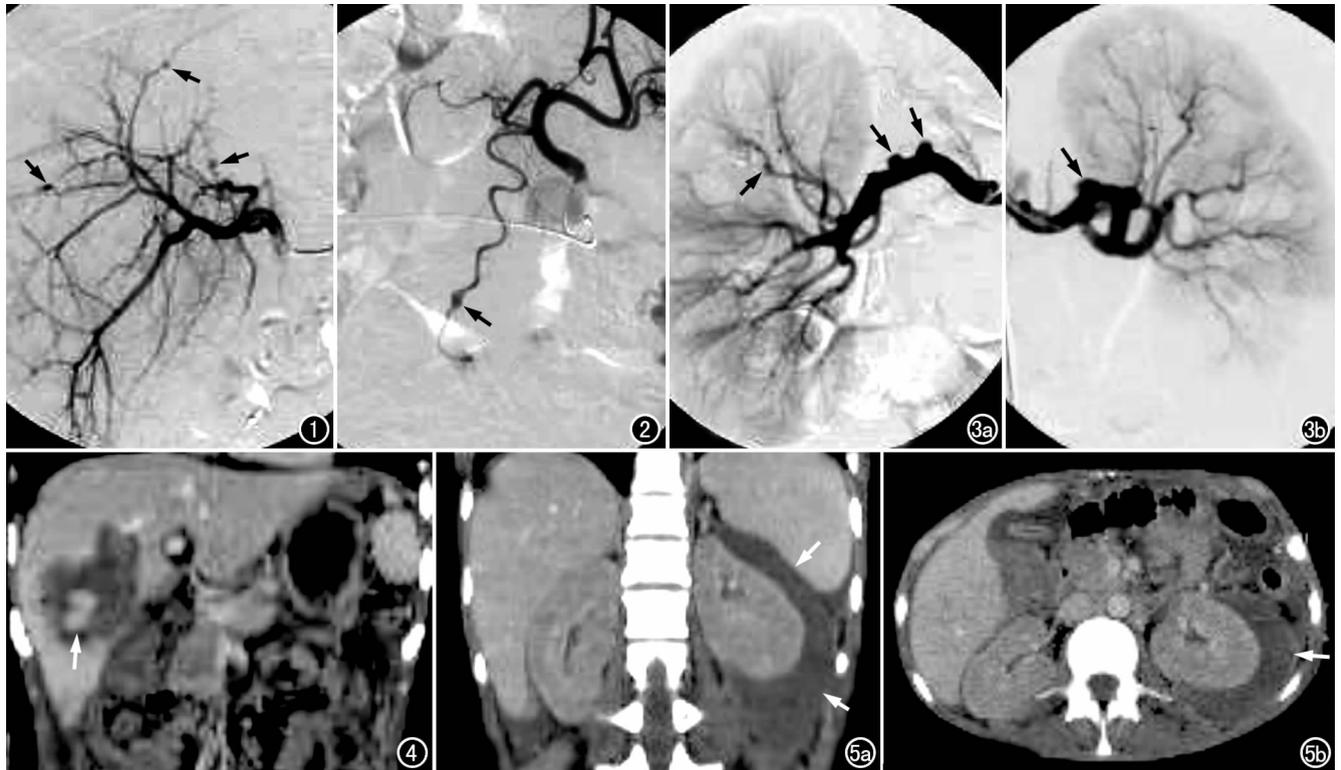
PAN,肝右动脉选择性DSA示肝内多发微动脉瘤(箭)。图2 PAN,腹腔干动脉选择性DSA示胃网膜动脉瘤(箭)。图3 PAN,双侧肾动脉选择性DSA示肾动脉瘤及肾段动脉的微动脉瘤(箭)。a)右侧;b)左侧。图4 腹部CT示肝内巨大自发性出血灶(箭),患者既往有地中海热病史,微动脉瘤的自发性破裂可导致肝实质或肠道出血(图片由Solingen的Lorenz教授提供)。图5 PAN患者自发性出血,腹部CT示左肾包膜下出血(箭)。a)冠状面;b)横轴面。
